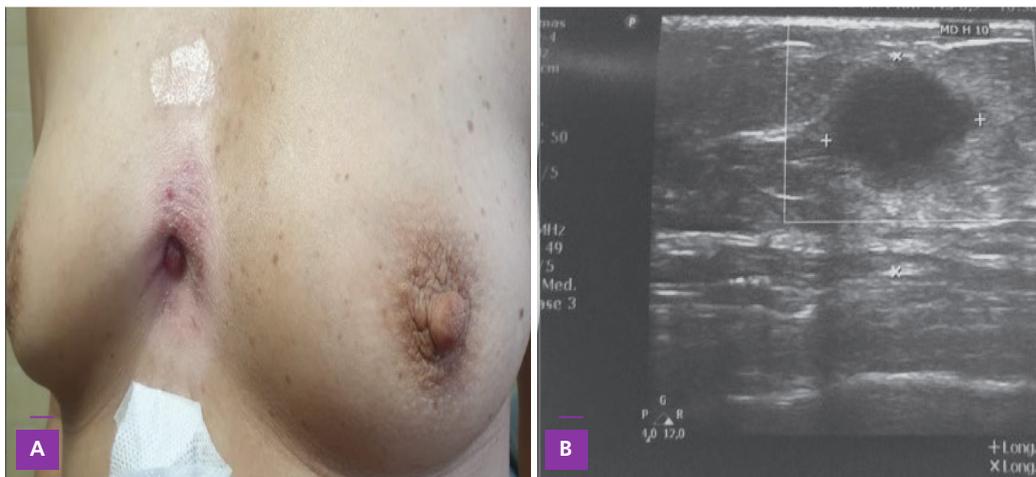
Caso 2: A: Lesión ulcerada en surco intermamario con cambios tróficos perilesional. B: Ecografía mamaria: MD nódulo sólido, márgenes indefinidos de 15 x 13 mm, adenomegalia con hilio comprometido de 8 mm
